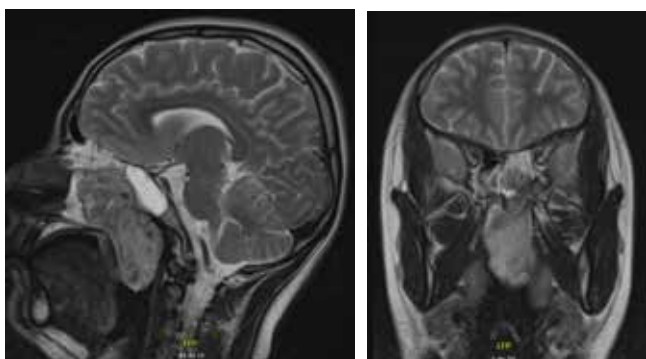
Resonancia magnética. Imágenes representativas en plano sagital y coronal con evidencia de tumoración en cavidad nasal, nasofaringe y orofaringe.
